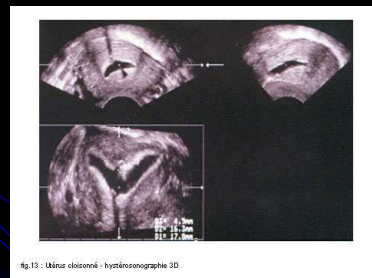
Utérus cloisonné - hystérosonographie 3D
